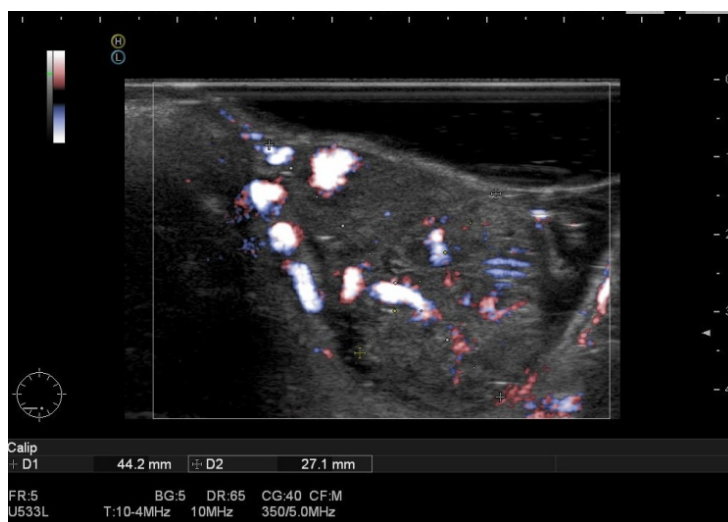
ЭРУЗИ в режиме цветной доплерографии. Косвенные признаки малигнизации. Пациент К., И/Б 2544 – 2012; по данным дооперационной биопсии – ворсинчатая аденома, окончательное патоморфологическое исследование удаленно препарата – ворсинчатая аденома с участками *carcinomainsitu*
